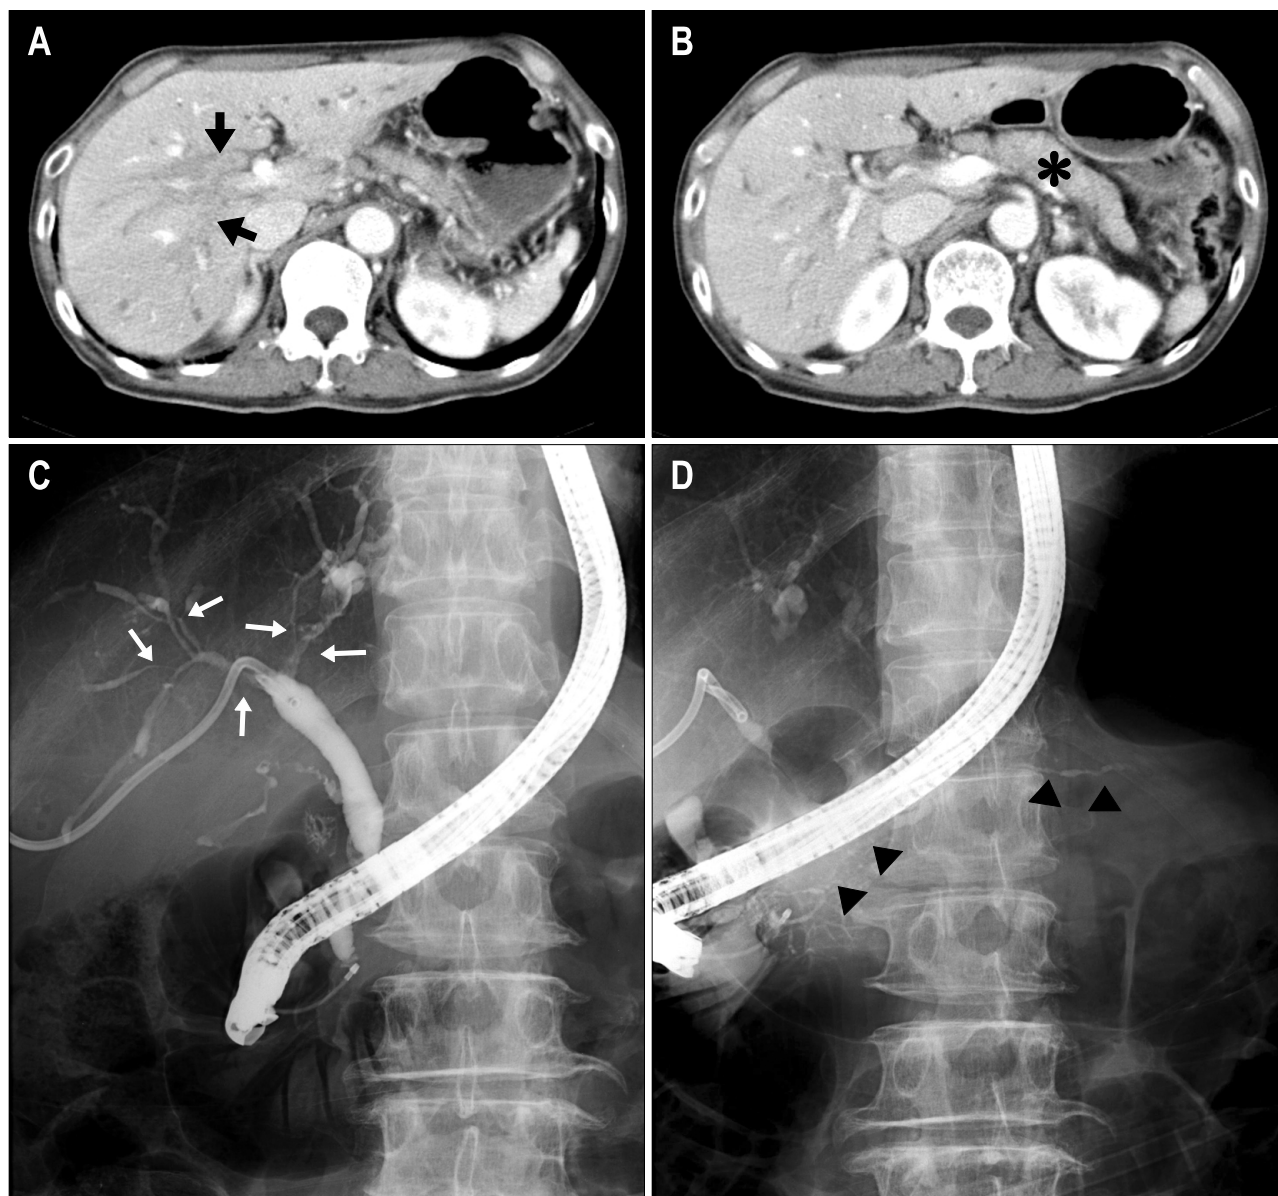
CT and ERCP findings before steroid treatment. (A) CT scan demonstrated intrahepatic biliary dilatation secondary to diffuse stricturing of the biliary system and bile duct wall thickening at hilar portion (black arrows). (B) CT showed diffuse pancreatic enlargement (asterisk) with homogenous texture and without calcification or stone. (C) Cholangiogram showed a complex hilar stricture and diffusely irregular intrahepatic biliary strictures (white arrows). (D) Pancreatogram showed diffuse and irregular narrowing of the entire main pancreatic duct (head arrows).
